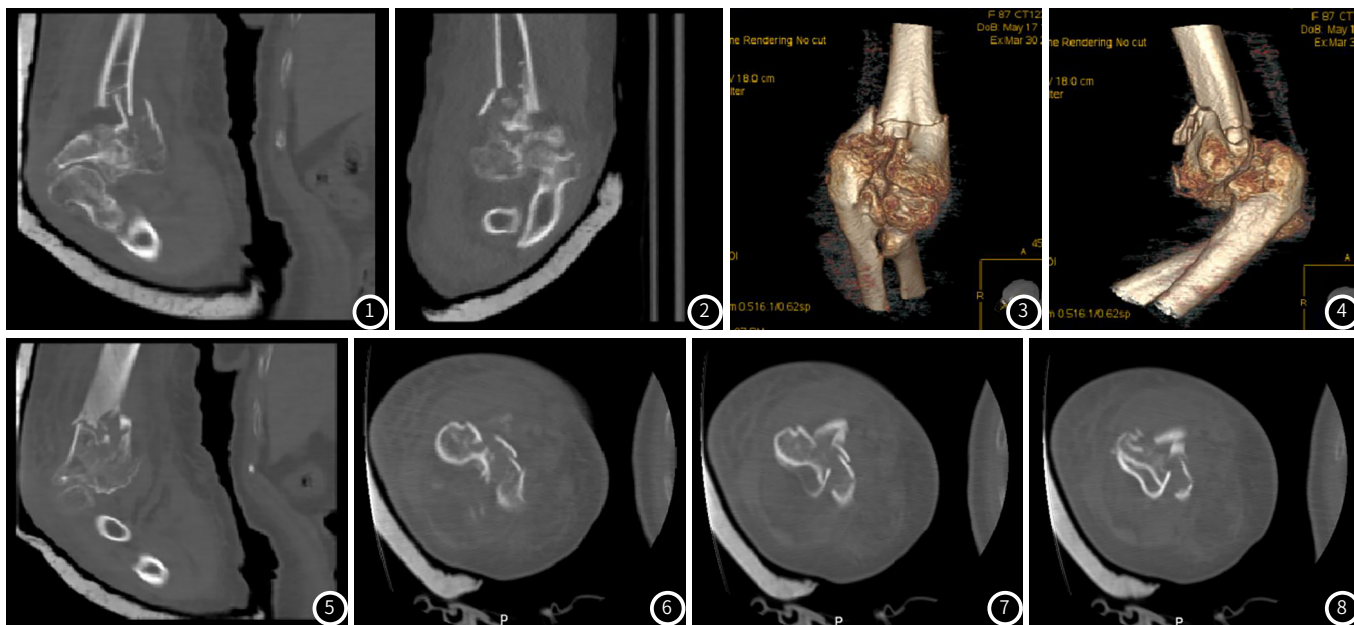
~图8 患者, 女, 74岁, 因外出散步不慎摔伤, 入院1h后行CT检查发现肱骨远端骨折, 后经保守治疗; 图1~图2: 冠状面CT显示肱骨远端骨折情况; 图3~图4: VR重建不同角度显示骨折情况; 图5: 冠状面CT图像; 图6~图8: CT横断面显示骨折。
